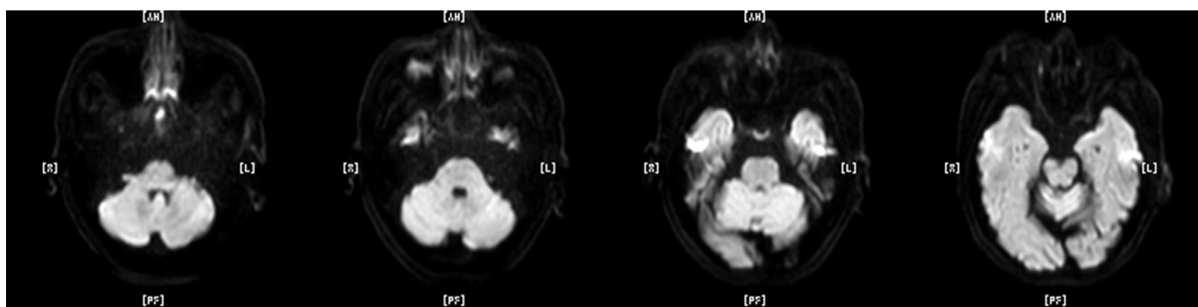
Diffusion weighted imaging of cranial magnetic resonance
